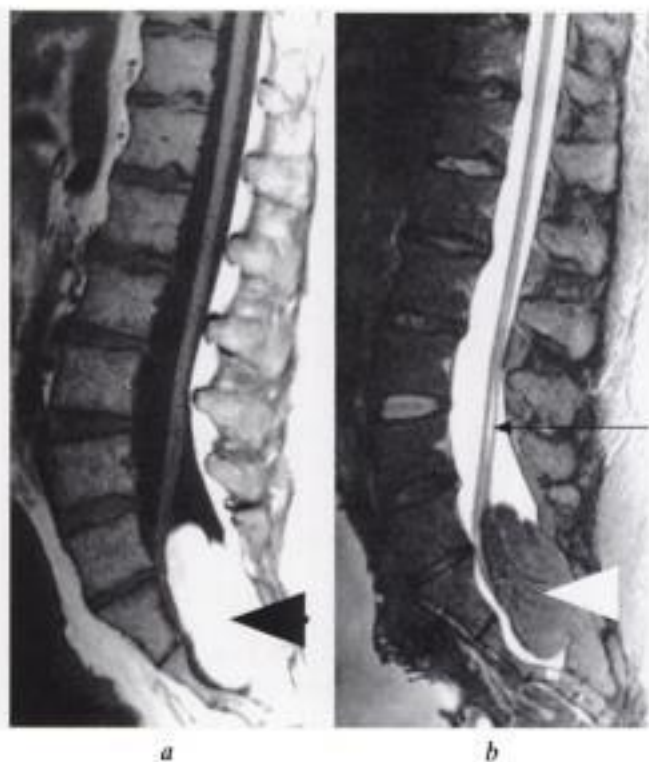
Moëlle attachée basse sur lipome. IRM, a) coupe sagittale pondérée T1 et b) coupe identique en pondération T2 avec suppression du signal de la graisse. Masse graisseuse intradurale dont le signal spontanément intense en T1 (tête de flèche noire en a) est totalement atténué dans une séquence avec suppression de la graisse (tête de flèche blanche en b). L'extrémité distale de la moëlle est située dans le lipome. Une fine cavité intramédullaire est montrée par la fine flèche noire en b.
